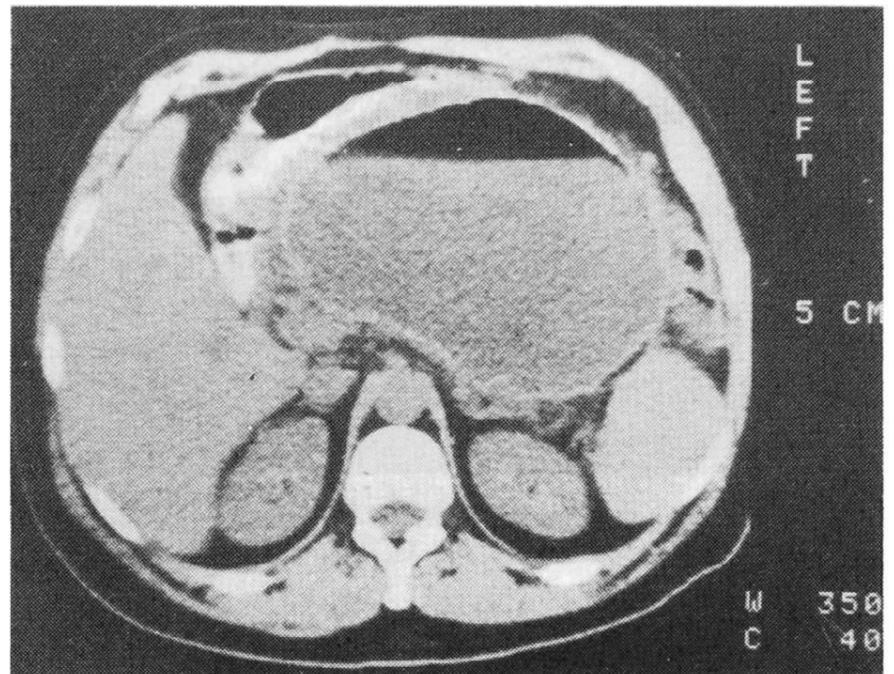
TAC Abdominal muestra masa quística de 15-17 cms. de diámetro en relación a cuerpo y cola de páncreas.
